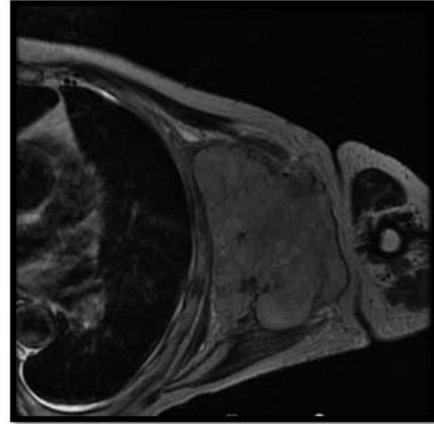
B. Corte axial de TAC en T2. Se aprecia la masa tumoral en el centro de la imagen.
